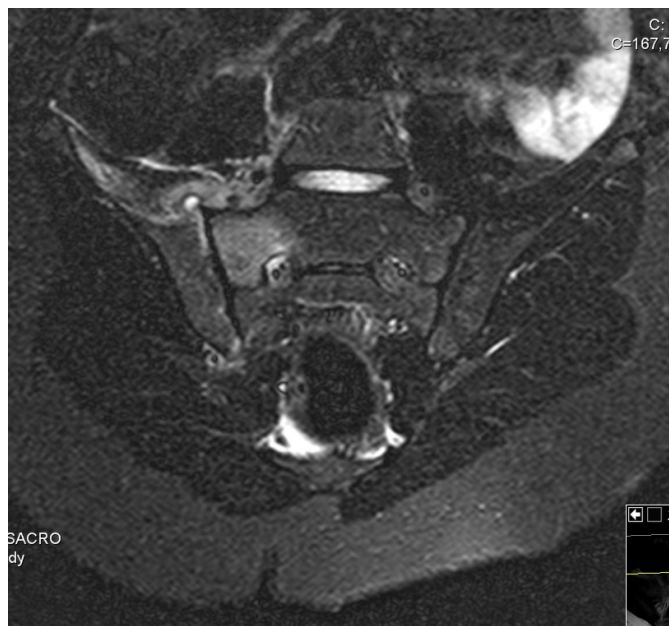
RM Bacia (Sinal Stirlong)
